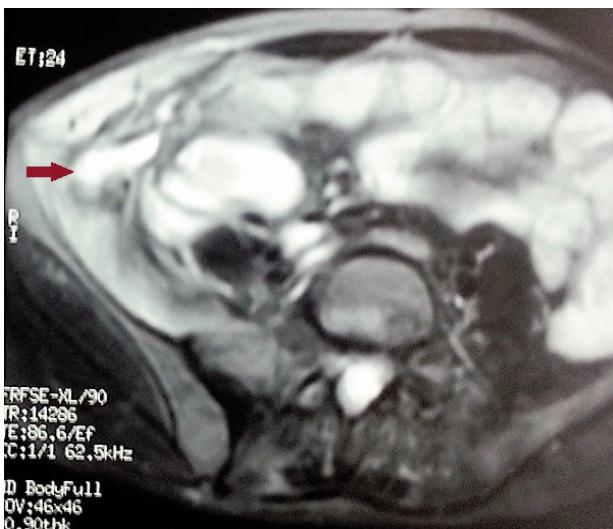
MRI with oral contrast fluid ingestion: The red arrow shows the fistula arising from the caecum
